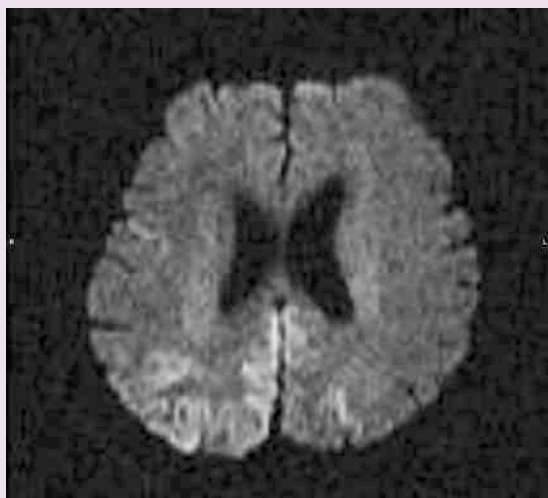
(a). DWI of CJD patient. Note the cortical high-signal intensity on occipito-parietal area
